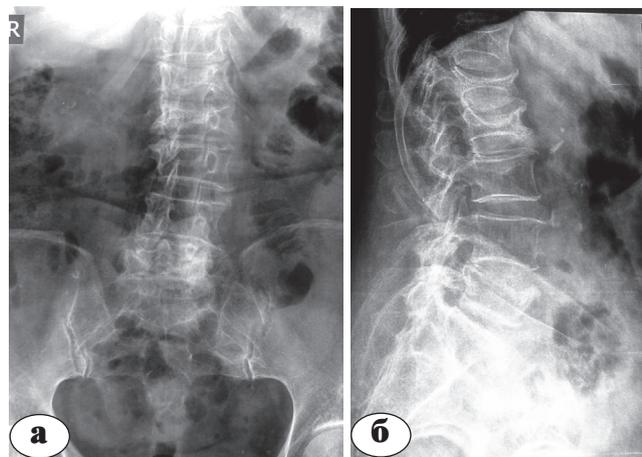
Рентгенограммы больной Р. Патологические компрессионные переломы тел L_1 , L_2 позвонков на фоне остеопороза: а – прямая проекция, б – боковая проекция
